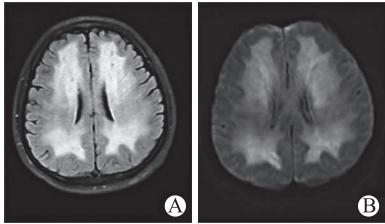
复查头颅 MRI 提示病灶范围较前扩大,病灶增多
